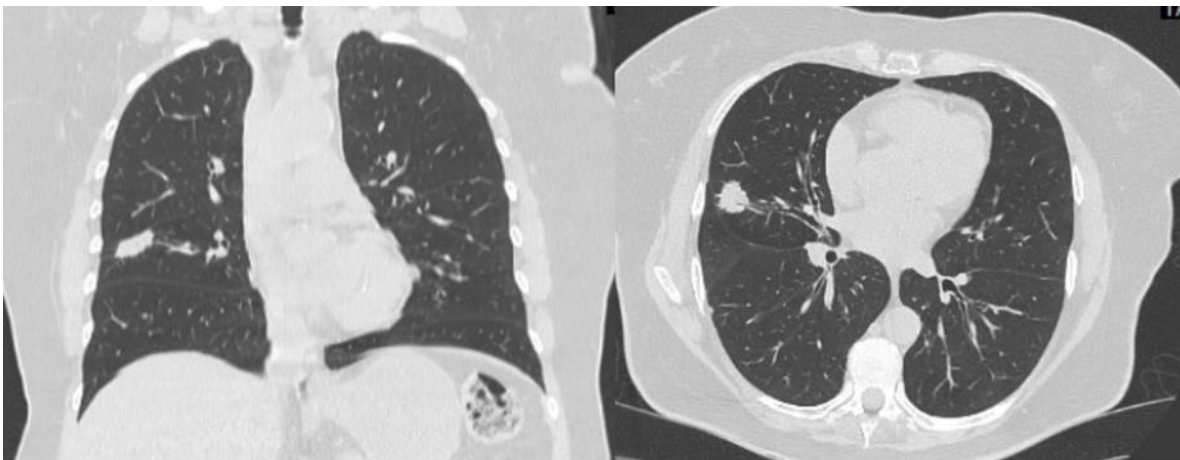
TC de tórax en corte coronal y axial.
